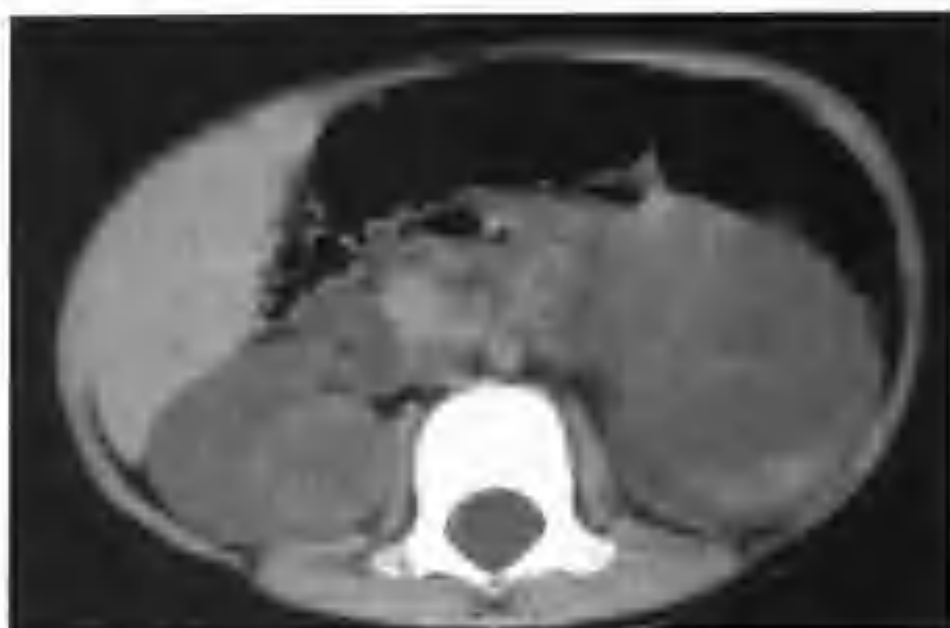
双肾多发透明细胞癌 (CT 平扫双肾影增大, 以左肾为明显, 双肾见多个大小不等的肿物, 大者约 7cm × 7cm, 小的病灶如筛孔状, 呈等低混杂或稍高密度)
